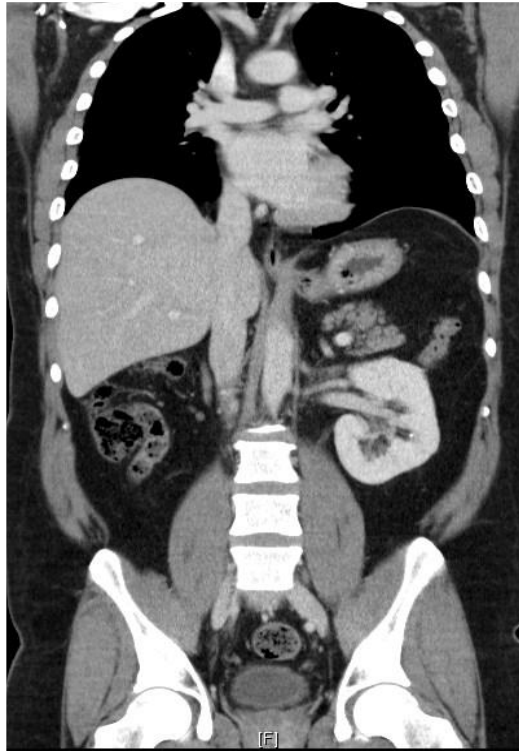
TC posoperatoria. Ausencia de riñón derecho por nefrectomía.
